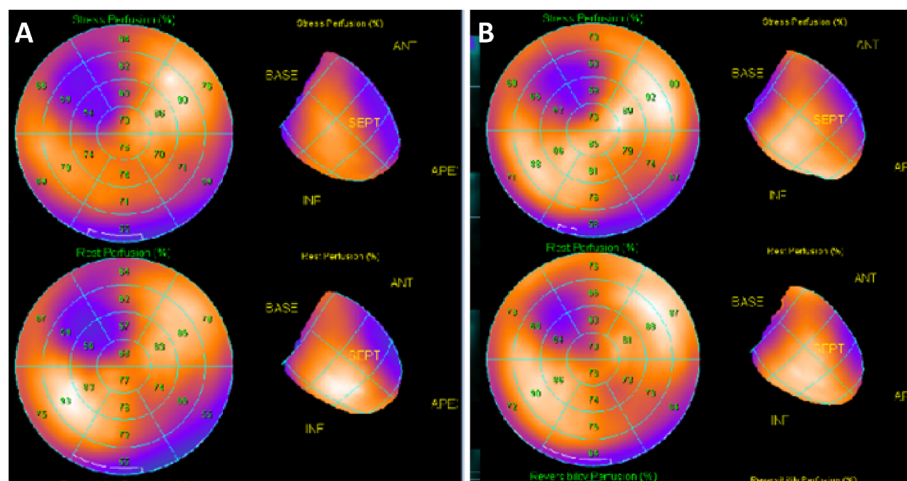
The perfusion defect of exercise thallium-201 myocardial scintigraphy deteriorated despite treatment with atenolol (A). In addition to limiting exercise, concomitant treatment using carvedilol and diltiazem reduced the frequency of chest pain. The perfusion defect showed improvement (B).
